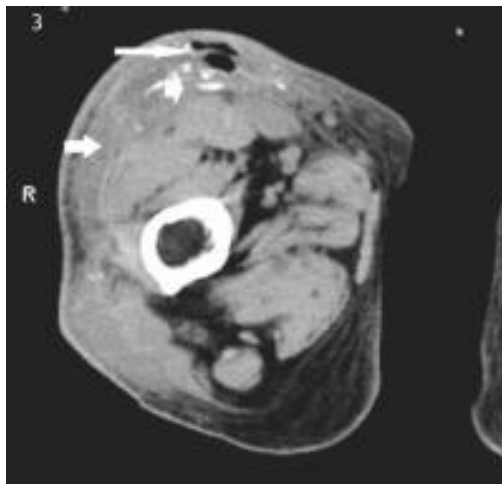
CT des rechten Oberschenkels²¹
